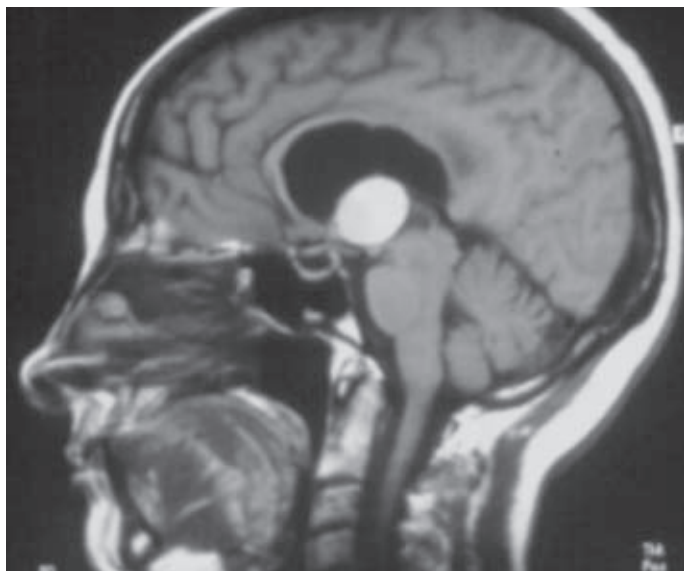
Quiste coloide del tercer ventrículo. Imagen de RM en T1, corte sagital.
